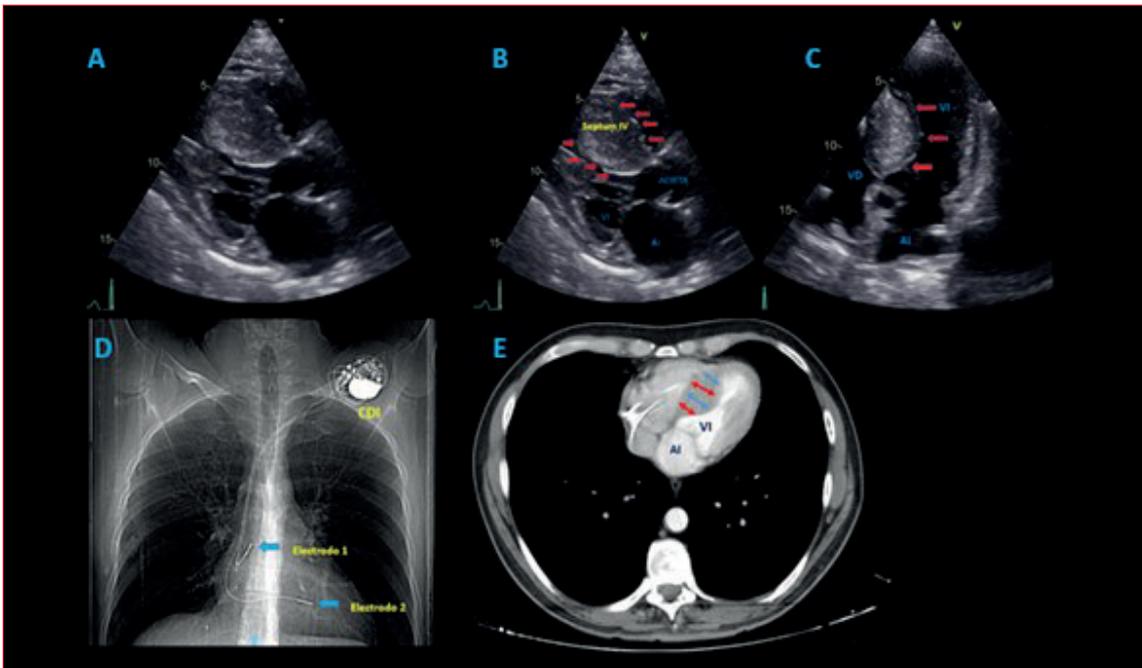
A-B-C: Ecocardiograma transtorácico, en imágenes multidimensionales donde se evidencia clara hipertrofia septal evaluada en vista de eje largo y de 5 cámaras. D: Rx de tórax que confirma presencia de electrodos de cardio-desfibrilador. E: Tomografía de tórax que muestra severa hipertrofia septal con reducción de volumen ventricular izquierdo.
